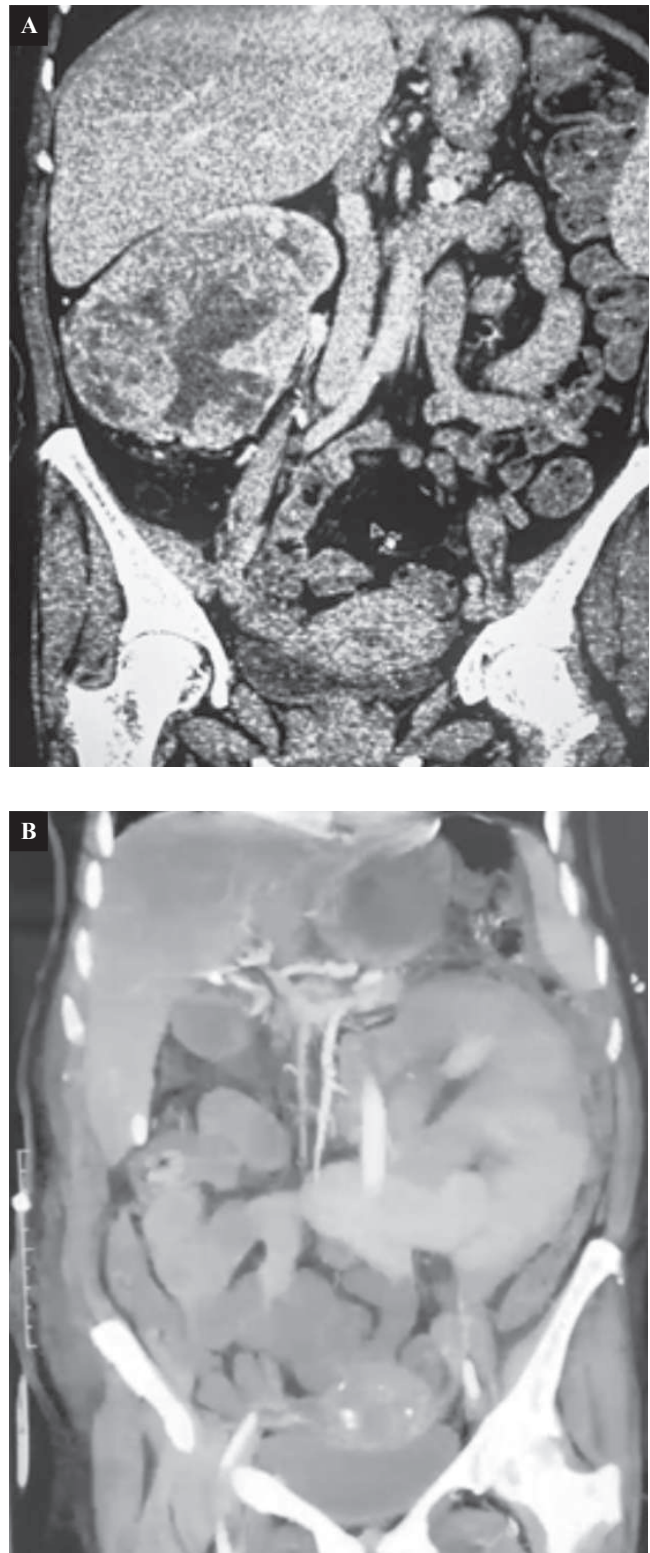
TAC abdominal. A. Con presencia de tumoración renal derecha. B. Con evidencia de dilatación de asas intestinales.
